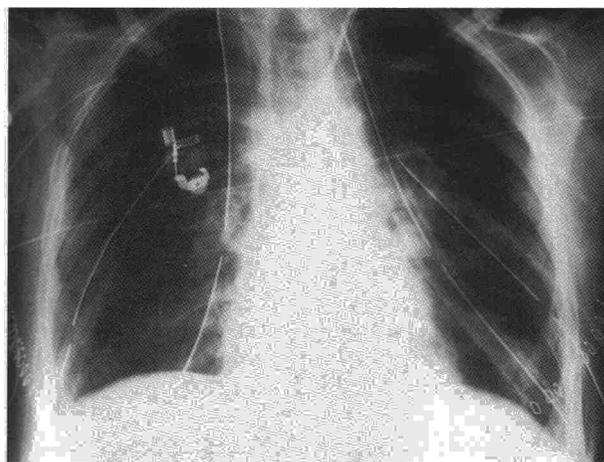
Radiografía de tórax del segundo paciente a las 48 horas de la realización del trasplante.
